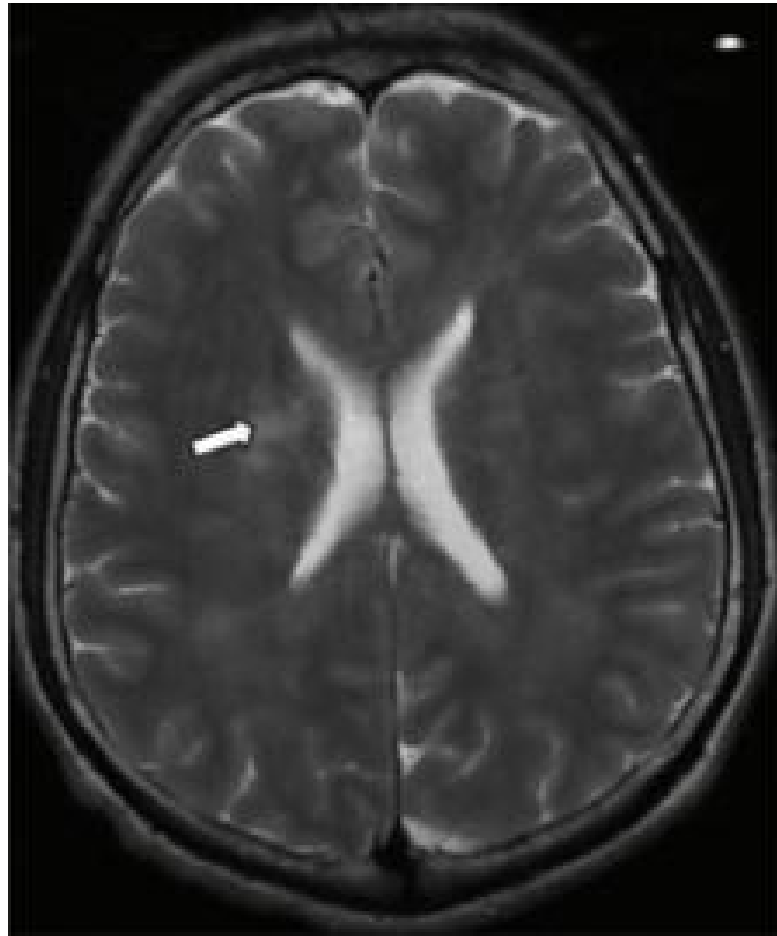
Coupe axiale d'IRM cérébrale en séquence T2 montrant un hyper signal au niveau du noyau lenticulaire droit.
